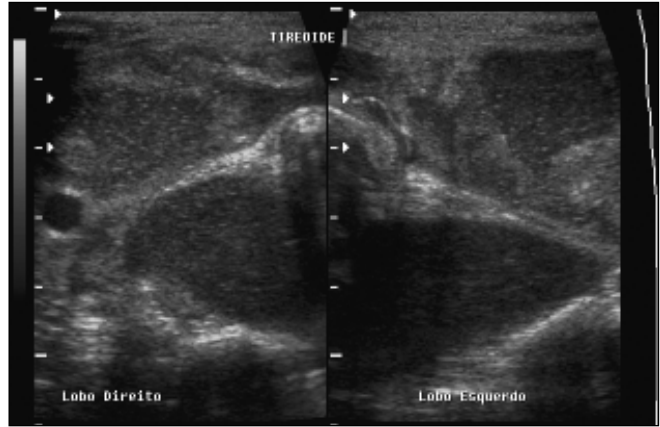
Ultra-sonografia linear, corte transverso, mostrando os lobos tireoidianos aumentados de volume, com abundantes ecos em suspensão.
